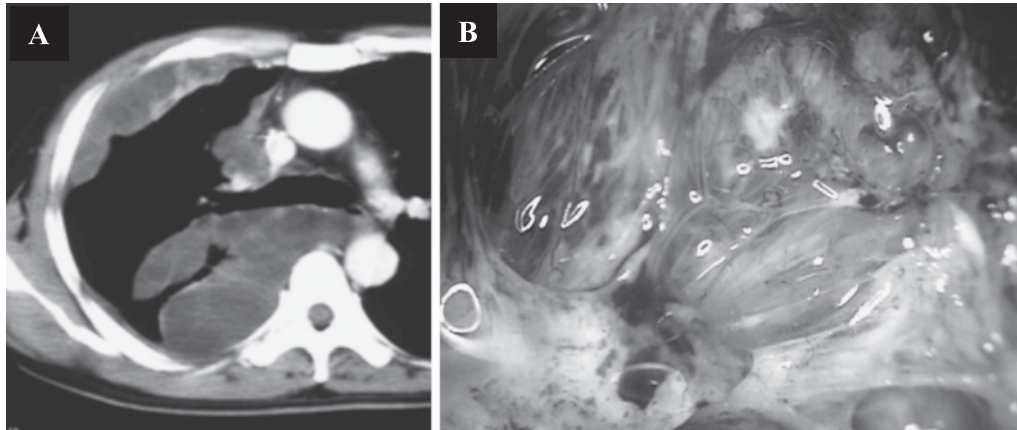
A case with pleural nodular-type thickening. A chest computed tomographic (CT) image reveals a multi-locular cystic mass occupying the right pleural space. The cyst wall was enhanced and heterogeneity was observed inside the mass (A). The thoracoscopic findings show multiple nodules (B).
